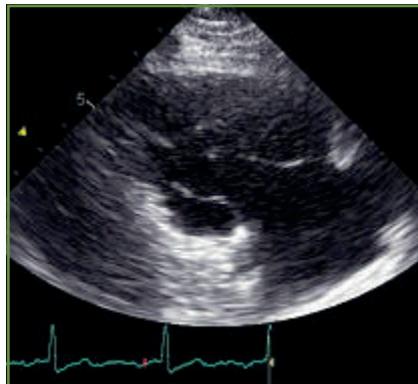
Coupe parasternale du grand axe modifiée permettant de visualiser la chambre d'admission du VD avec sa paroi antérieure et inférieure, ainsi que les feuillets antérieur et postérieur de la valve tricuspide.
